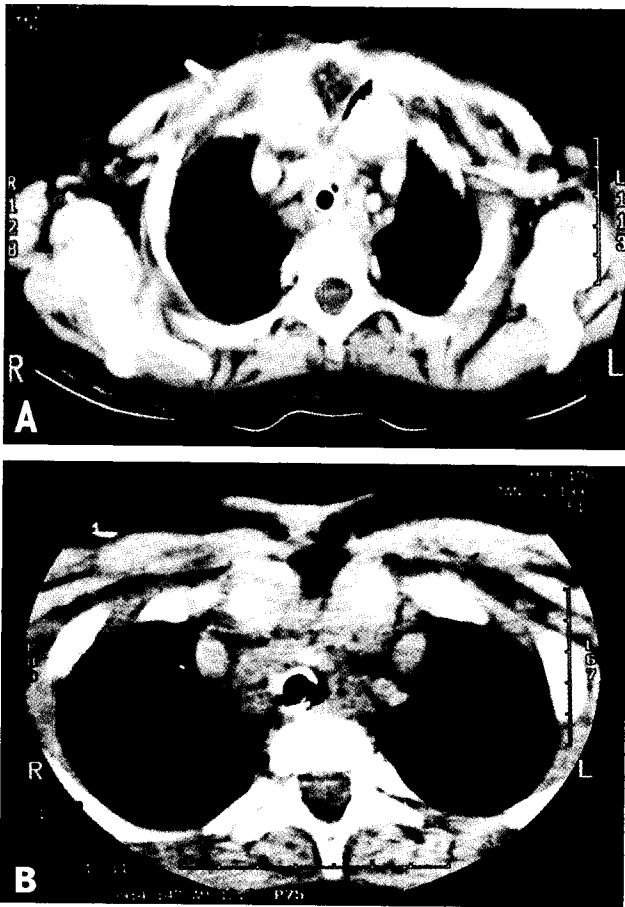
Follow-up chest CT of the case II at postoperative 2 months (a), 6 months (b) & 14 months (c). The reconstructed trachea shows an evidence of growth as the patient grows.
